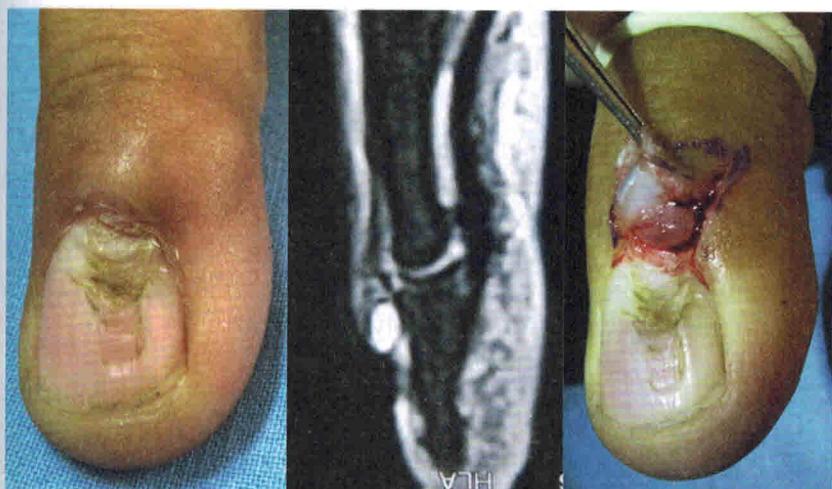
Киста типа В. Клиническая картина и вид во время операции, а также магнитно-резонансная томография
